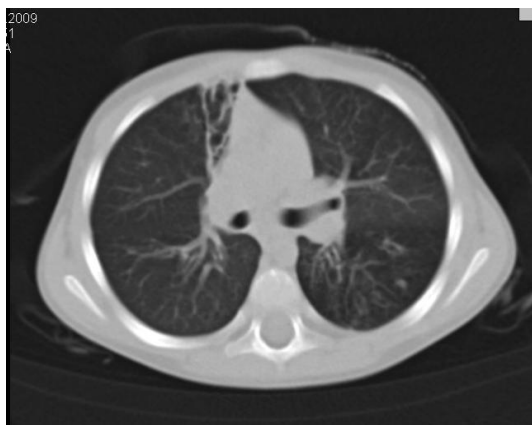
Bronșiectazii sacciforme localizate la copil cu fibroza chistica (imagine HRCT pulmonară)
